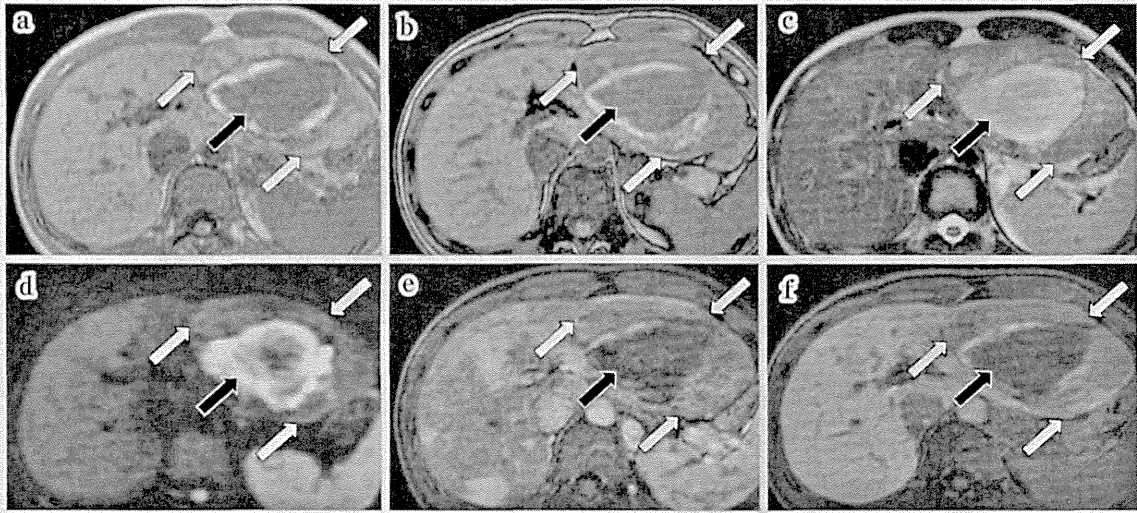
Abdominal Gd-EOB-DTPA (EOB) contrast-enhanced MRI
